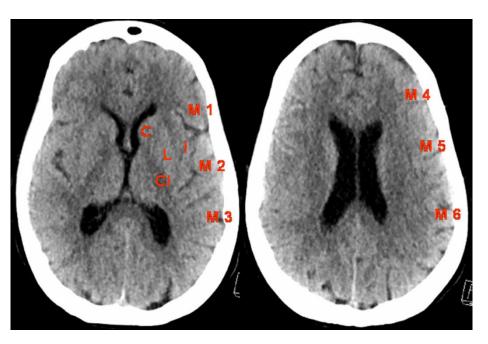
Score ASPECT (C : noyau caudé ; I : ruban insulaire ; IC : capsule interne ; L : noyau lenticulaire ; M1 : partie proximale antérieure de l'ACM ; M2 : territoire de l'ACM devant le ruban insulaire ; M3 : territoire postérieur de l'ACM ; M4 : territoire antérosupérieur de l'ACM ; M5 : territoire latéro-supérieur de l'ACM ; M6 : territoire postéro-inférieur de l'ACM). Il consiste à évaluer la densité du parenchyme comparativement à la même zone controlatérale dans les dix territoires vascularisés par l'artère cérébrale moyenne (ACM). Si une zone est hypodense, on compte zéro point. Si elle est de densité normale, on compte un point. Ainsi, un score ASPECT à zéro signe un AIC de l'ACM complet constitué, tandis qu'un score à dix signifie que la densité parenchymateuse dans le territoire de l'ACM est normale.
